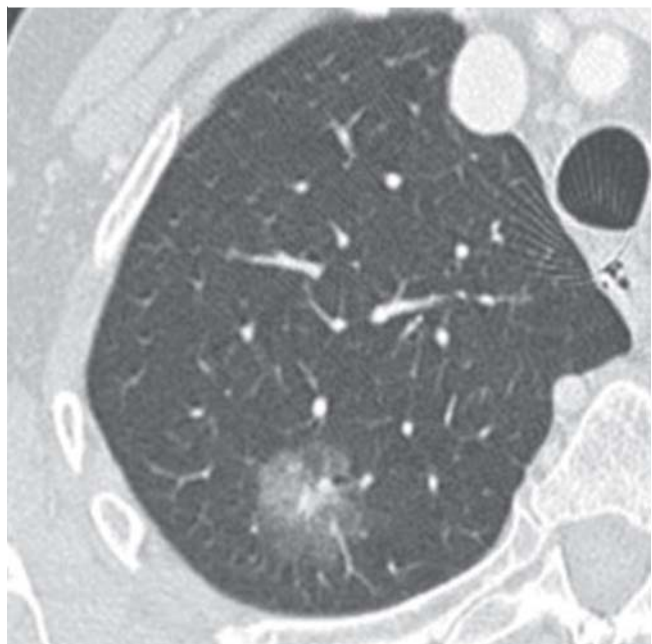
CT mit teilsolidem Herd mit zentralem soliden und peripheren milchglasartigen Anteil.
